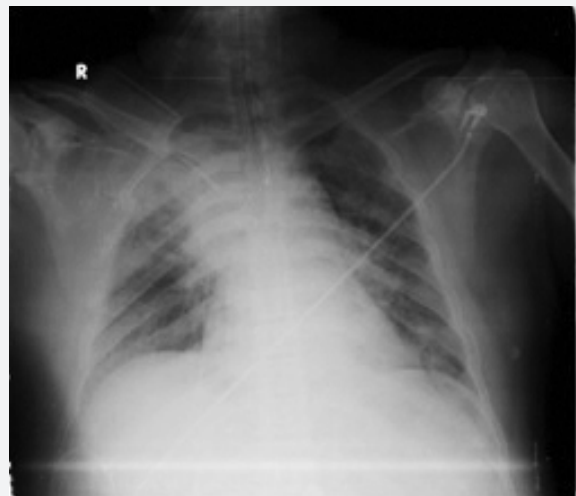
Density enhancement in the right hemithorax upper zones and mediastinal upper regions on anterior posterior chest X-ray following paradoxical breathing.
